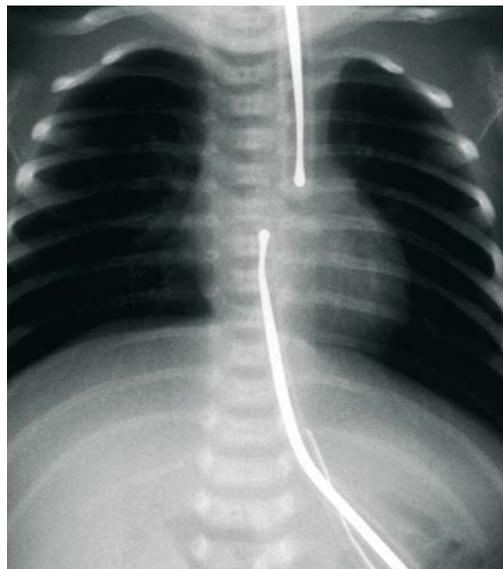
Рентгенологический контроль диастаза между сегментами
